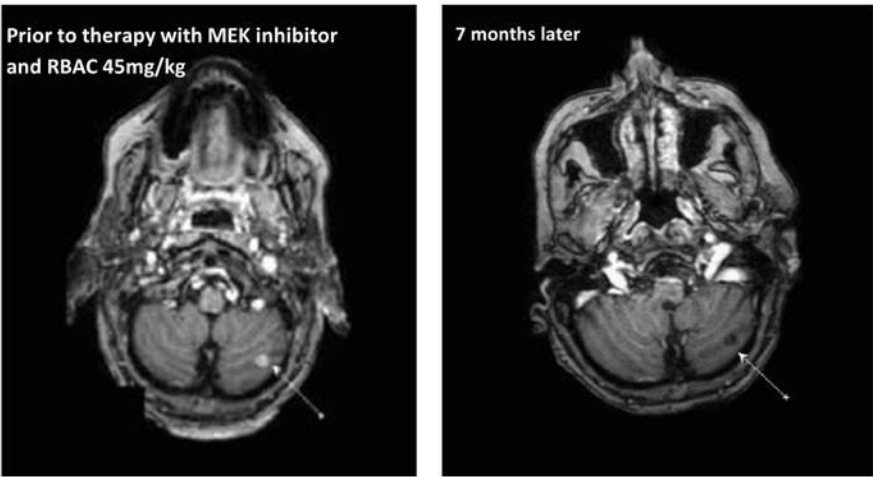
Les examens par résonance magnétique (RM) d'un patient atteint d'un cancer des voies biliaires montrent une rémission complète après un traitement par 1×2 mg de tramétinib et 2×150 mg de dabrafénib associés à 45 mg de concentré d'arabinoxylane de son de riz. Parallèlement à l'examen IRM, le taux d'antigène carcino-embryonnaire (CEA) a également montré une normalisation rapide, comme le montre le graphique du bas. (Reproduit d'après Hajtó (Hajtó [2017](#)))
